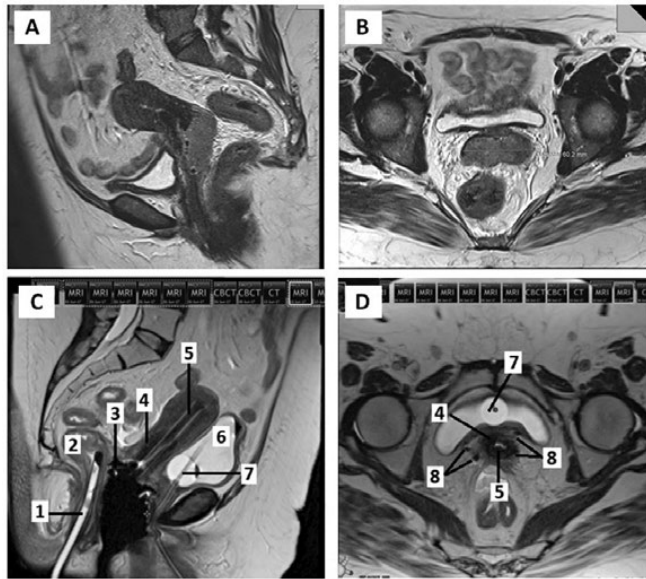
Пациентка А.Р. 44 лет. Магнитно-резонансные томограммы малого таза. А — сагиттальный срез до лечения; В — аксиальный срез до лечения, видна опухоль размером 6,2×6,5 см с инвазией в дистальную часть параметрия и верхнюю треть влагалища; С и D — сагиттальный и аксиальный срезы с установленным внутриполостным/внутриканальным аппликатором; 1 — ректальная трубка; 2 — прямая кишка; 3 — кольцевая часть аппликатора (ринг); 4 — шейка матки; 5 — внутриматочная часть аппликатора (тандем); 6 — мочевого пузыря; 7 — катетер Фолея; 8 — внутритканевые (параметральные) иглы
